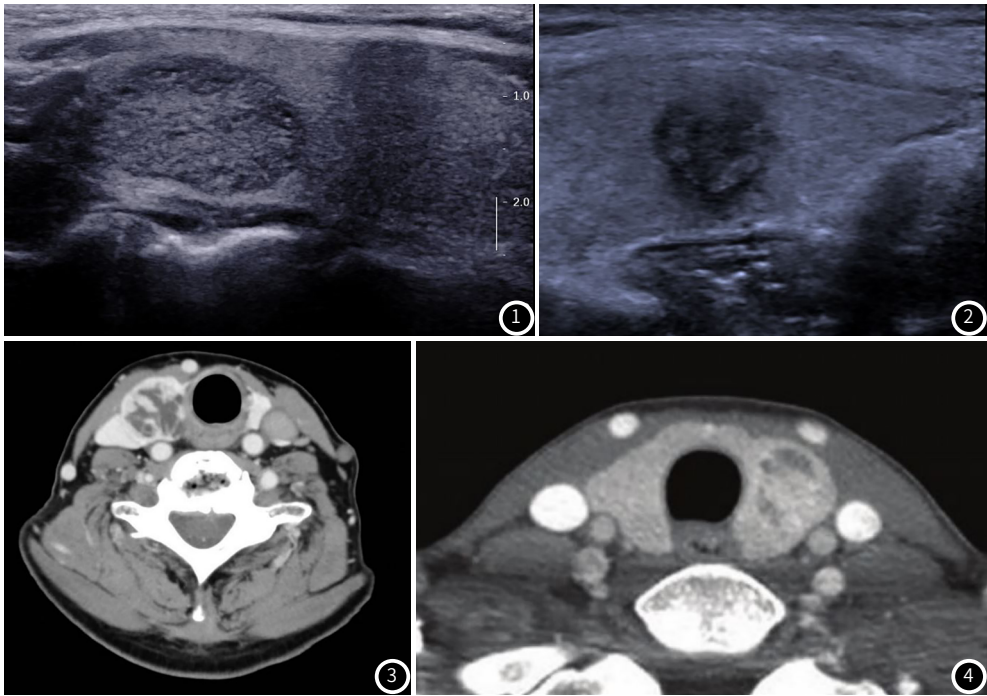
~4 甲状腺良恶性微小结节超声与MSCT影像图
